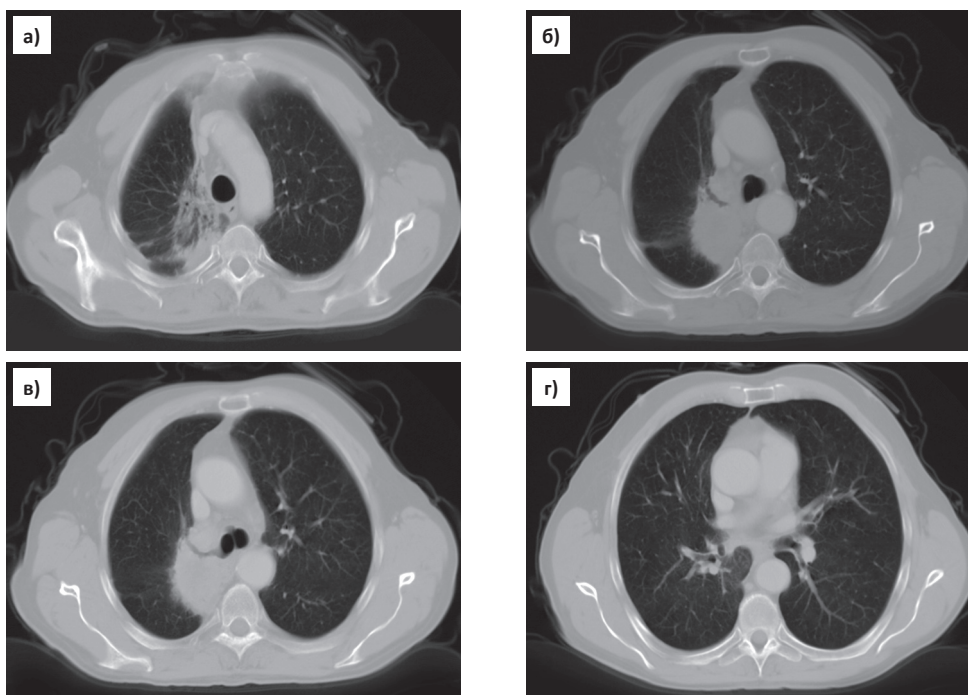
а. Компьютерная томограмма легких. а) постлучевой фиброз в парамедиастинальном отделе верхней доли правого легкого; б) в корне верхней доли правого легкого вокруг верхнедолевого бронха на фоне постлучевого фиброза опухолевый узел с нечеткими контурами, увеличены трахеобронхиальные лимфатические узлы и лимфатические узлы средостения – рецидив опухолевого процесса; в) просвет верхнедолевого бронха неравномерно сужен, опухолевая инфильтрация распространяется на дистальную часть правого главного бронха; г) слева на шпоре верхнедолевого бронха экзофитная опухоль до 0,7 см
